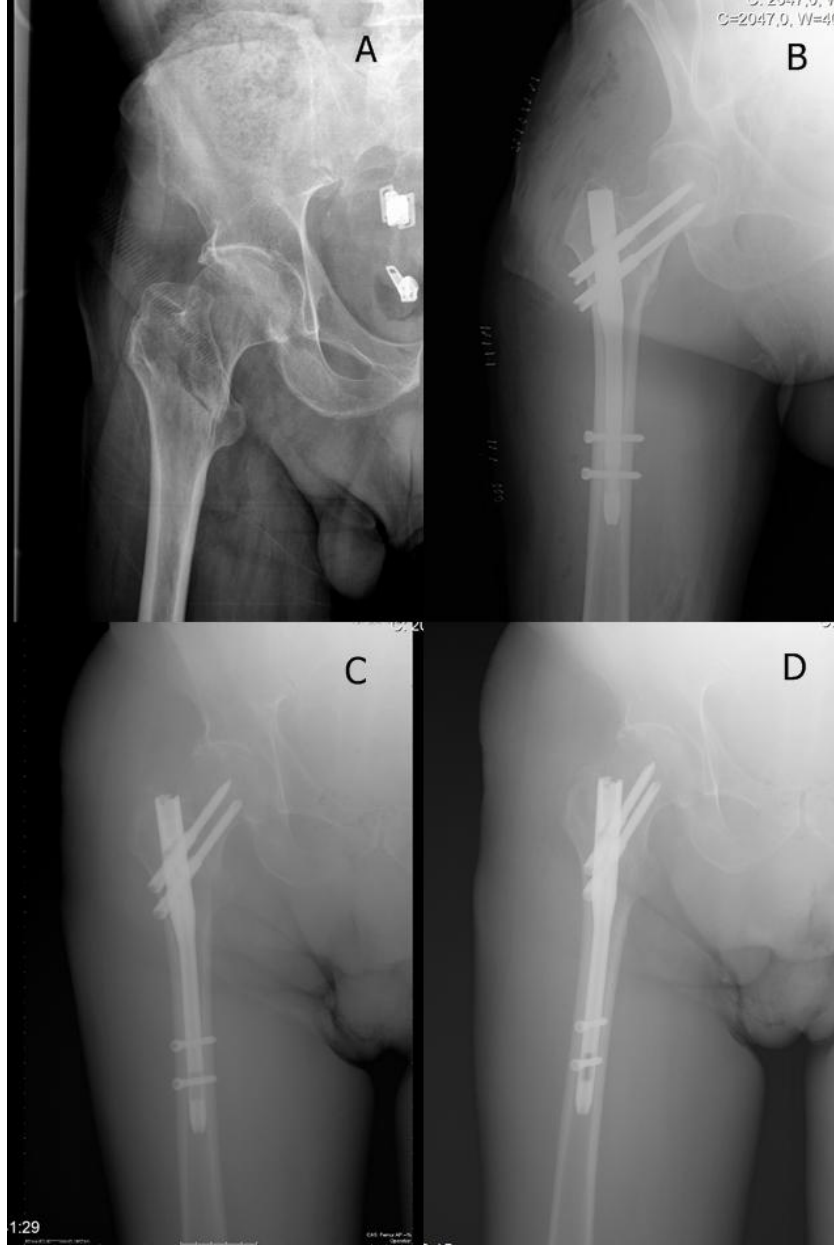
Preop sol kalça AP röntgen(A), Post op 1. Gün(B), Post Op 3. Ay AP ve Yan Grafiler(C- D), Post op 1. Yıl AP ve Yan Grafiler(E-F)
